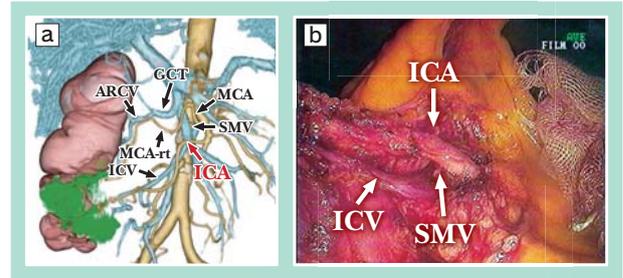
腹腔鏡下大腸癌手術のためのVirtual CT laparoscopy
